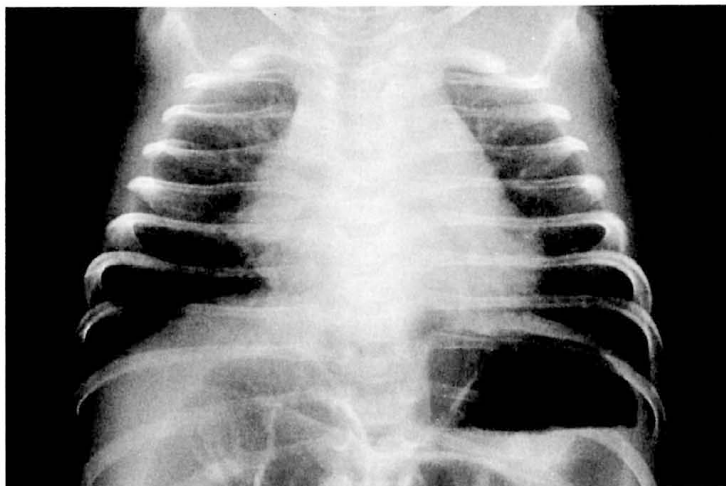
RSV細気管支炎(2ヵ月, F)の胸部X線写真
